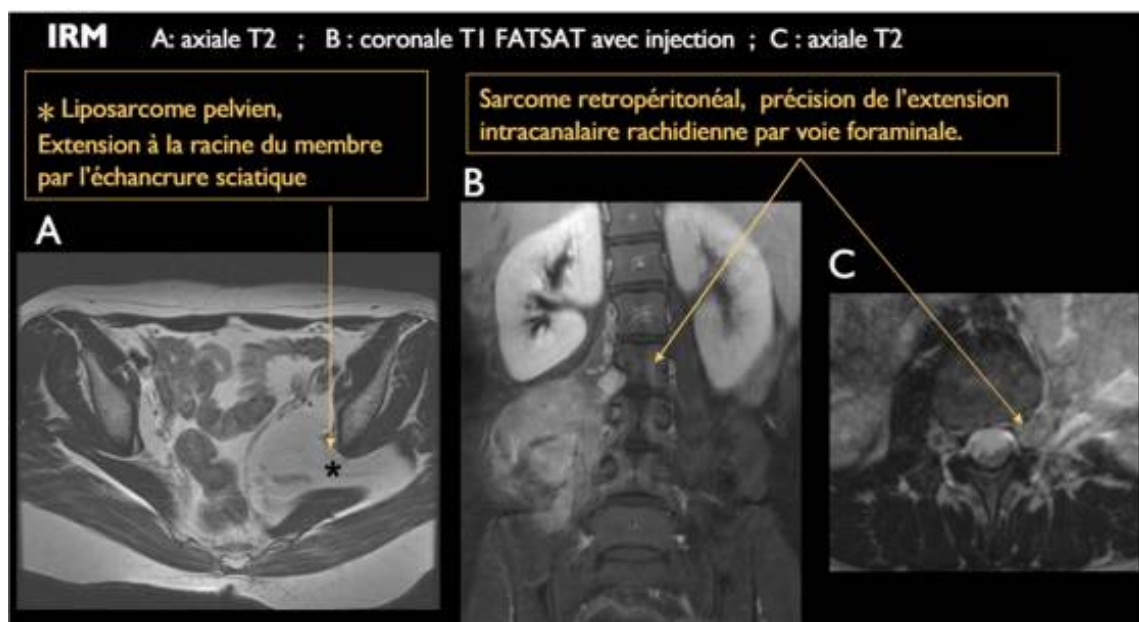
[137]: ♣ A : extension à la racine du membre d'un liposarcome pelvien sur une coupe IRM axiale en T2. ♣ B : sarcome rétroperitoneal sur une coupe coronale en T1 avec injection ♣ C : Extension intracanaulaire rachidienne par voie foraminale d'un sarcome rétroperitoneal sur une coupe axiale en T2
